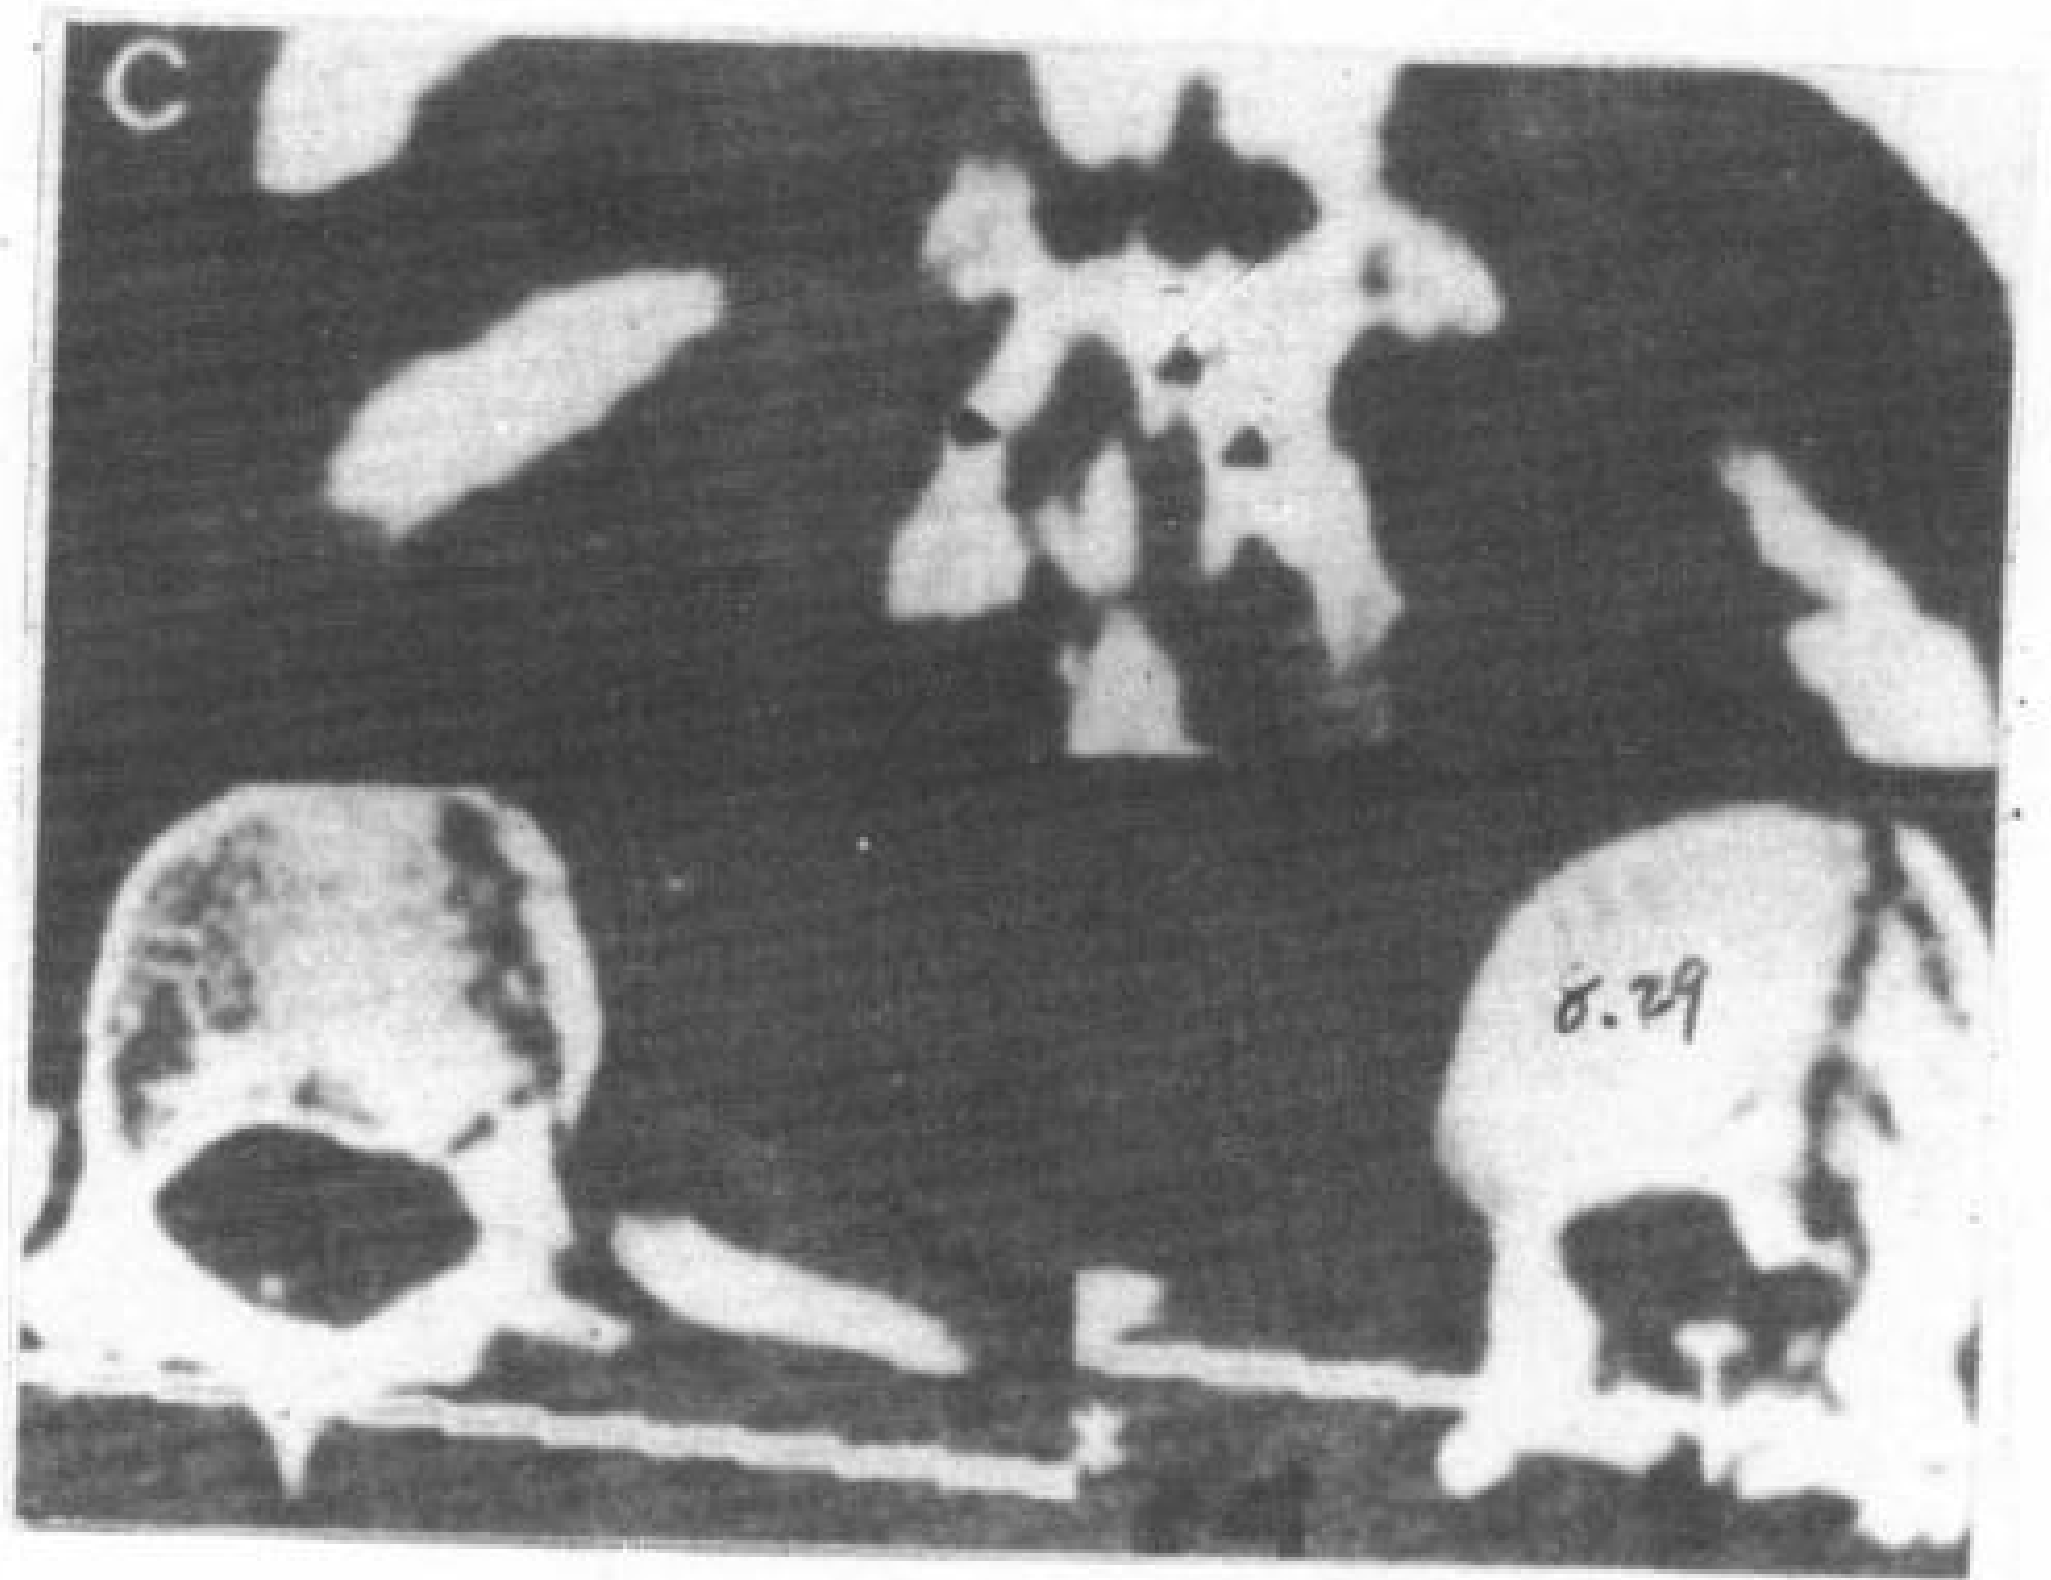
枪击伤颈椎。28 岁，男性，蛛网膜下腔注射造影剂后 CT 扫描。
